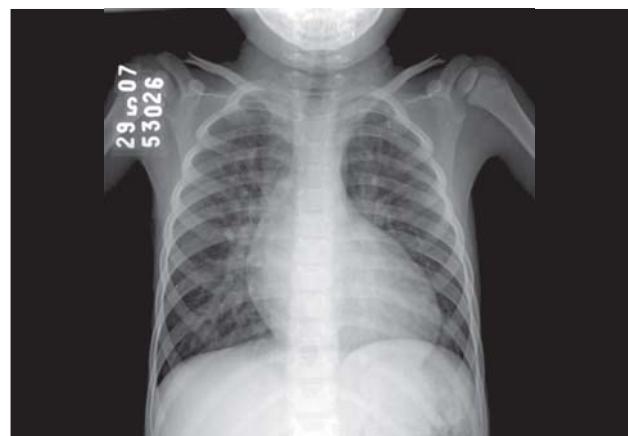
Radiografia de tórax em PA típica de portador de transposição das grandes artérias
